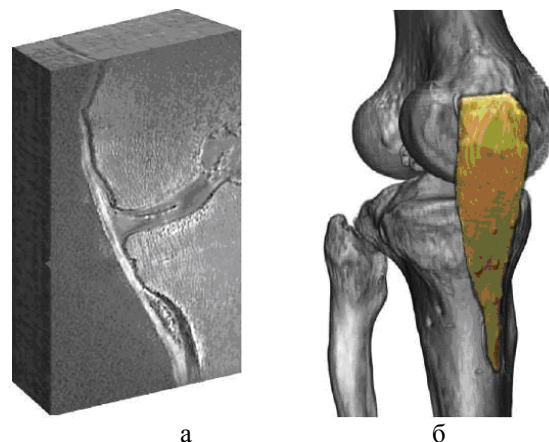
Изображения коленного сустава, полученные с помощью магниторезонансной компьютерной томографии: а – 2D одного из сечений, б – восстановленная 3D форма (по данным [88]).
